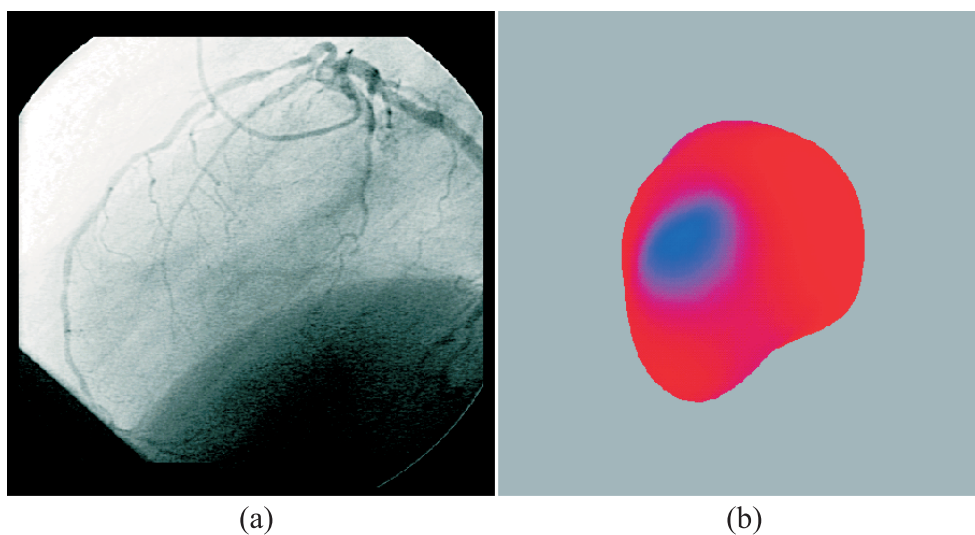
(a) Image de coronarographie native : profil gauche, (b) projection du volume de tomoscintigraphie obtenu par Mirage sous la même incidence.
